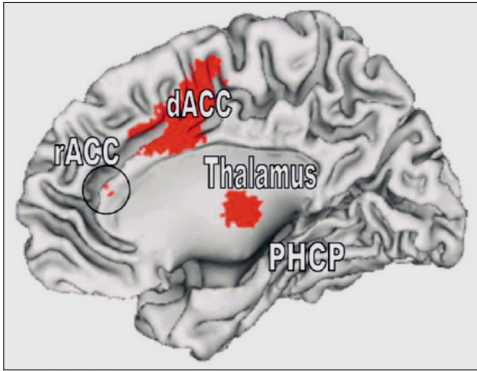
Beim chronifizierten Schmerzsyndrom mit Allodynie kommt es nach einfacher Berührung eines Hautareals ① über das ascendierende Schmerzleitsystem ② zur Aktivierung korrespondierender subkortikaler ③ schmerzrelevanter Areale des ZNS, die sich dann im MRI durch eine erhöhte Grundaktivität auszeichnen und „Schmerz“ vermitteln. Dies kann soweit gehen, dass das rezeptive, korrespondierende kortikale Areal ④ sich vergrößert. rACC/dACC = rostraler und dorsaler anterior-cingulärer Kortex; PHCP = Thalamus und parahippocampaler Kortex; nach [12, 62]
